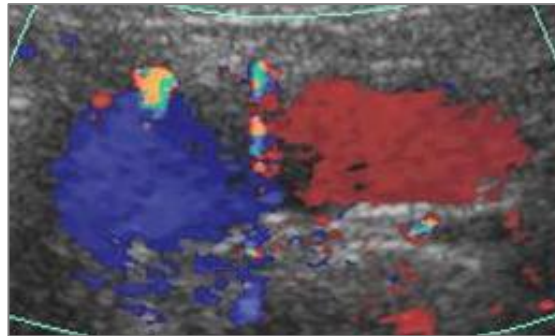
Eco-doppler de la secció transversal de l'artèria i vena femoral comú durant la de compressió del panxell. S'objectiva permeabilitat de la vena femoral (color blau) per la detecció de color en tota la seva llum.
